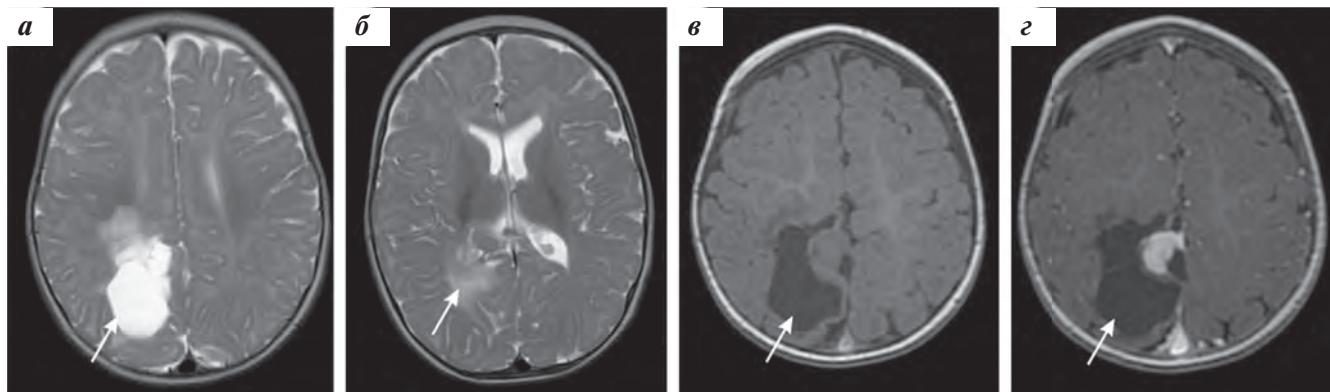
МРТ головного мозга с контрастным усилением в возрасте 6 месяцев. Отмечается значительное увеличение размеров ранее выявленного образования преимущественно за счет формирования крупного многокамерного кистозного компонента, с компрессией заднего рога правого бокового желудочка и нарастанием перифокального отека: а, б — T2-ВИ; в — FLAIR. На постконтрастных изображениях определяется повышение МР-сигнала от солидного компонента опухоли с увеличением размеров в динамике (г)
